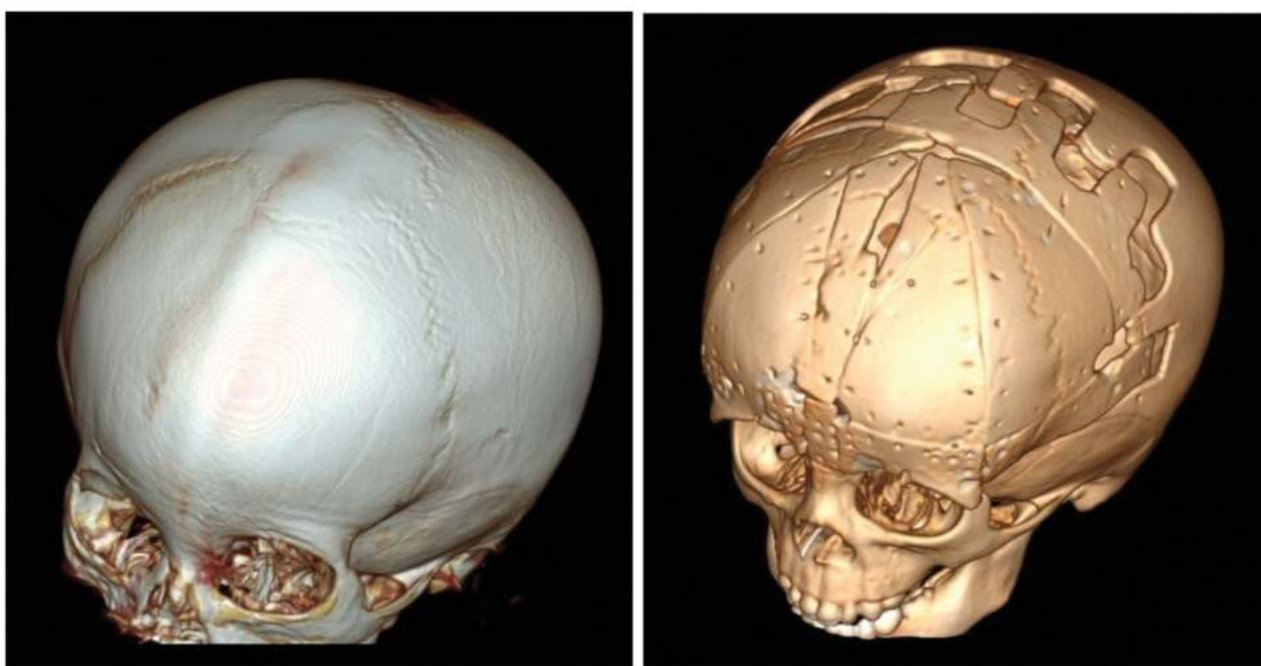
Спиральная компьютерная томография с 3D моделированием до операции (слева) и после операции (справа). В сравнении 3D моделей видно выравнивание угловой деформации при тригоцефалии, формированием лобных бугров, коррекцией гипотелоризма
